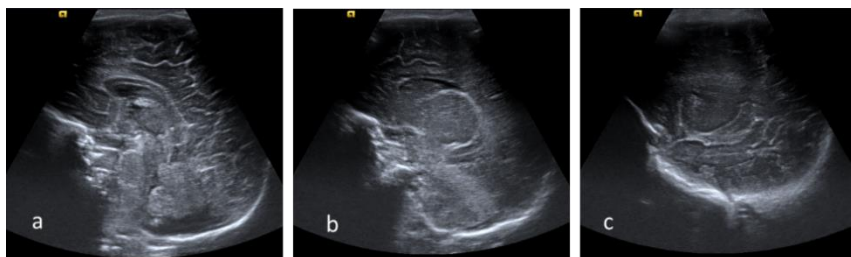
Corte sagital en línea media (a) y parasagitales (b y c) estándar correspondientes a una ecografía en modo B de un neonato a término.
